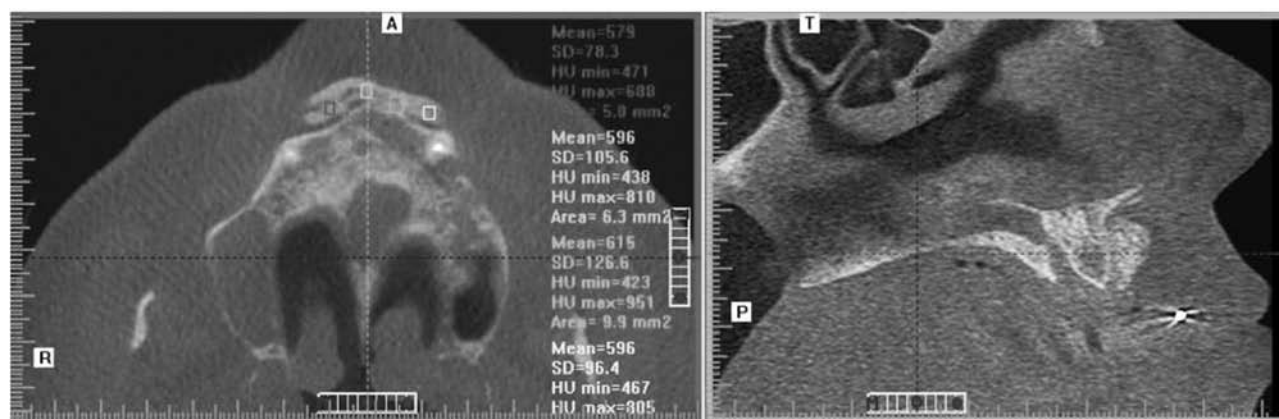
Дентальная объемная томограмма, выполненная сразу после костно-реконструктивной операции (туннельной пластики фронтального отдела альвеолярного отростка).
